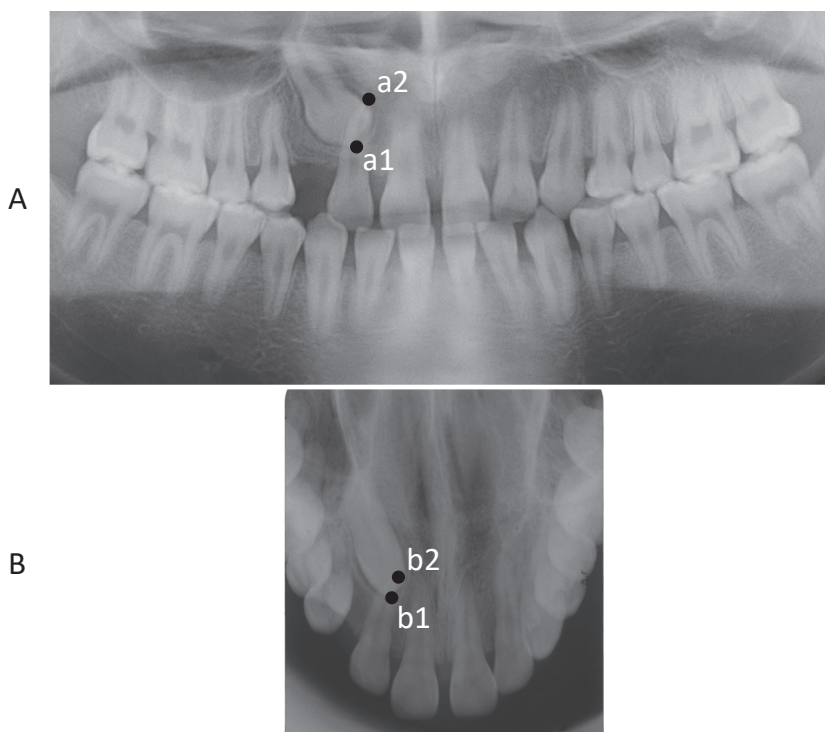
初診時（17歳10か月）のパノラマX線写真画像（A）と咬合法X線写真画像（B）の比較
